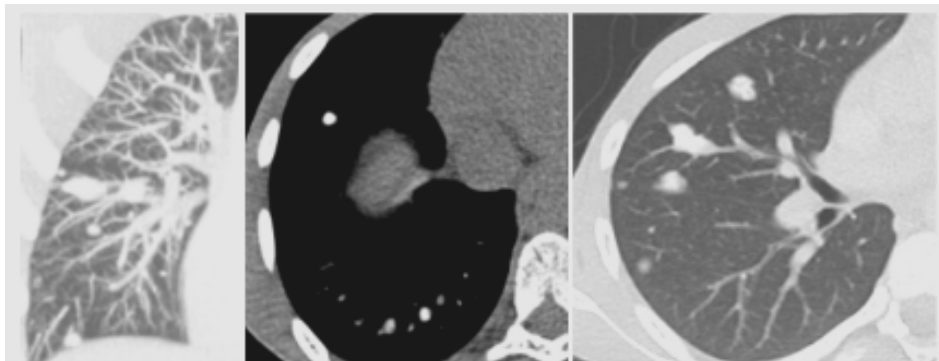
TDM thoracique en fenêtre parenchymateuse et médiastinale en coupe sagittale et axiale : lésions nodulaires et micronodules intra parenchymateuses éparses au niveau des deux champs pulmonaires secondaire dont certains sont calcifiés secondaire à un ostéosarcome de la jambe.
